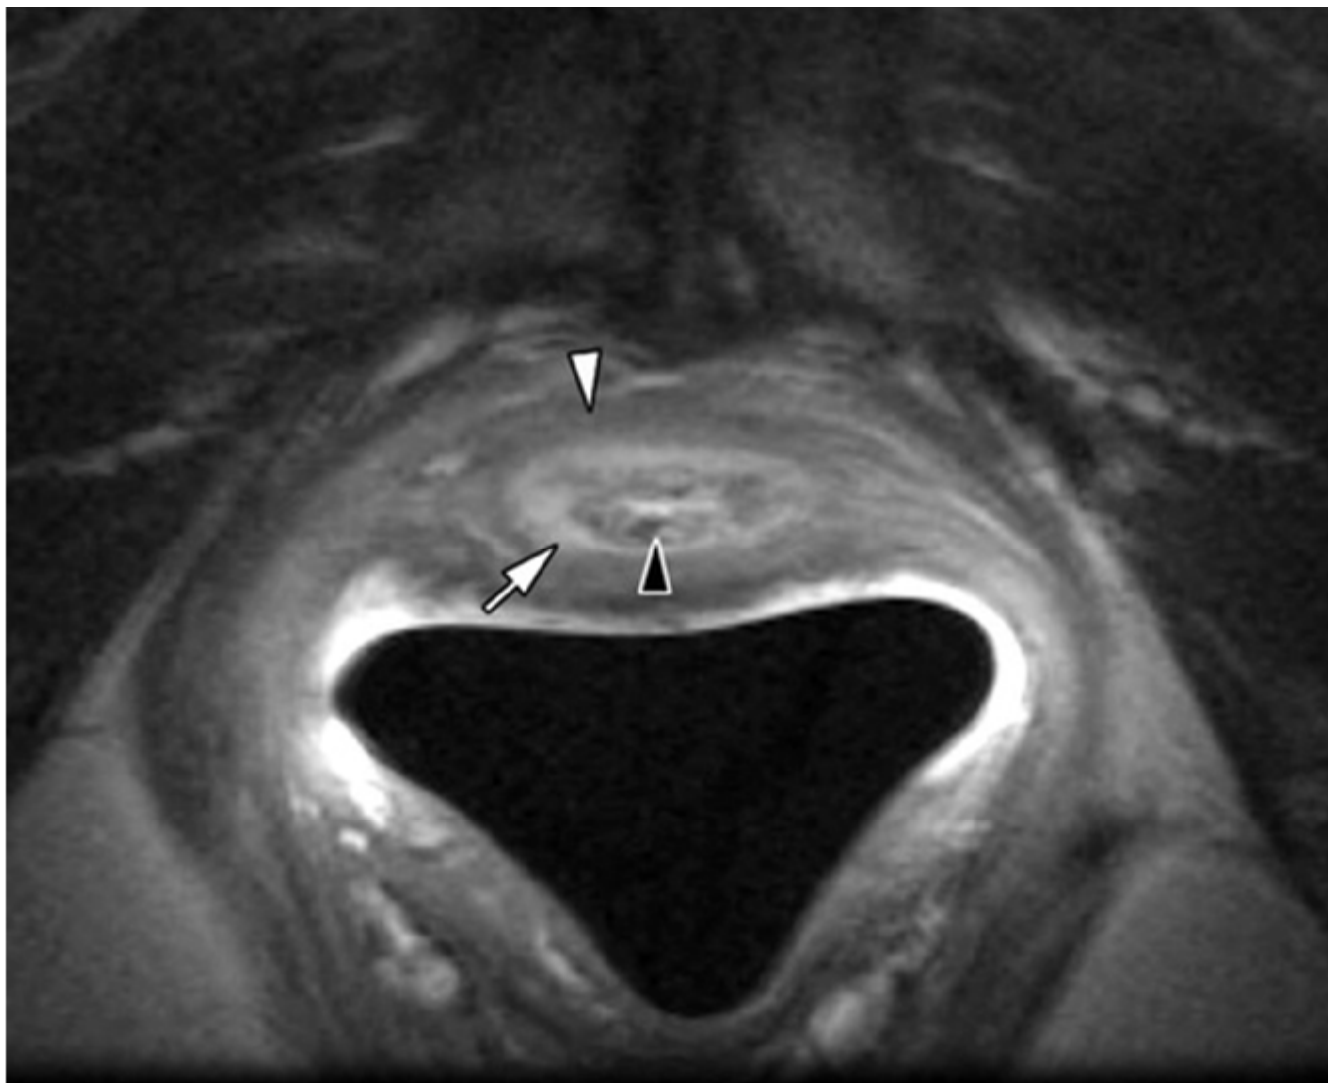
Cliché d'IRM montrant l'aspect en cible de l'urètre normal. La zone circonférentielle étroite de l'hyperintensité représente la sous-muqueuse vasculaire (flèche), alors que la région hypointense représente des couches de muscle strié externe (tête de flèche blanche) et du muscle lisse interne (tête de flèche noire) [56].
